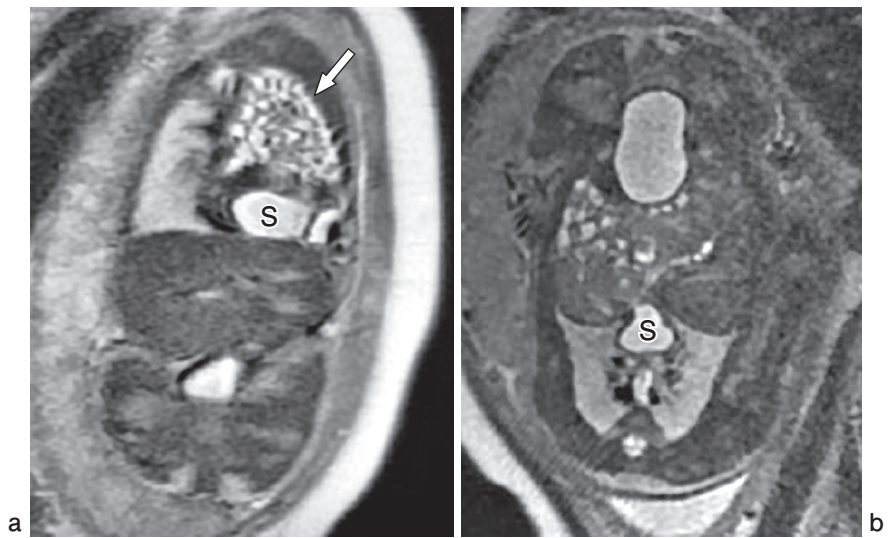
a : Coronal T2-weighted image shows the stomach (S) and multiple bowel loops (arrow) above left hemidiaphragm.
